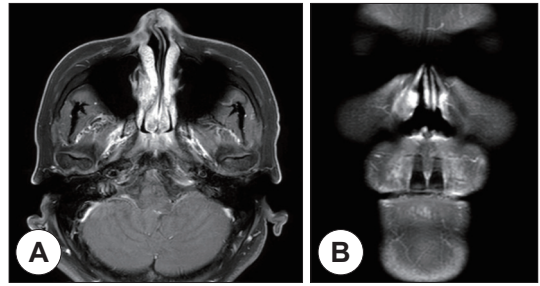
Axial (A) and coronal (B) T1-weighted magnetic resonance images shows 30×18×12 mm size nasal dorsal mass with enhancement invading dorsal skin, upper lateral and lower lateral cartilage, nasal mucosa and nasal bone.
